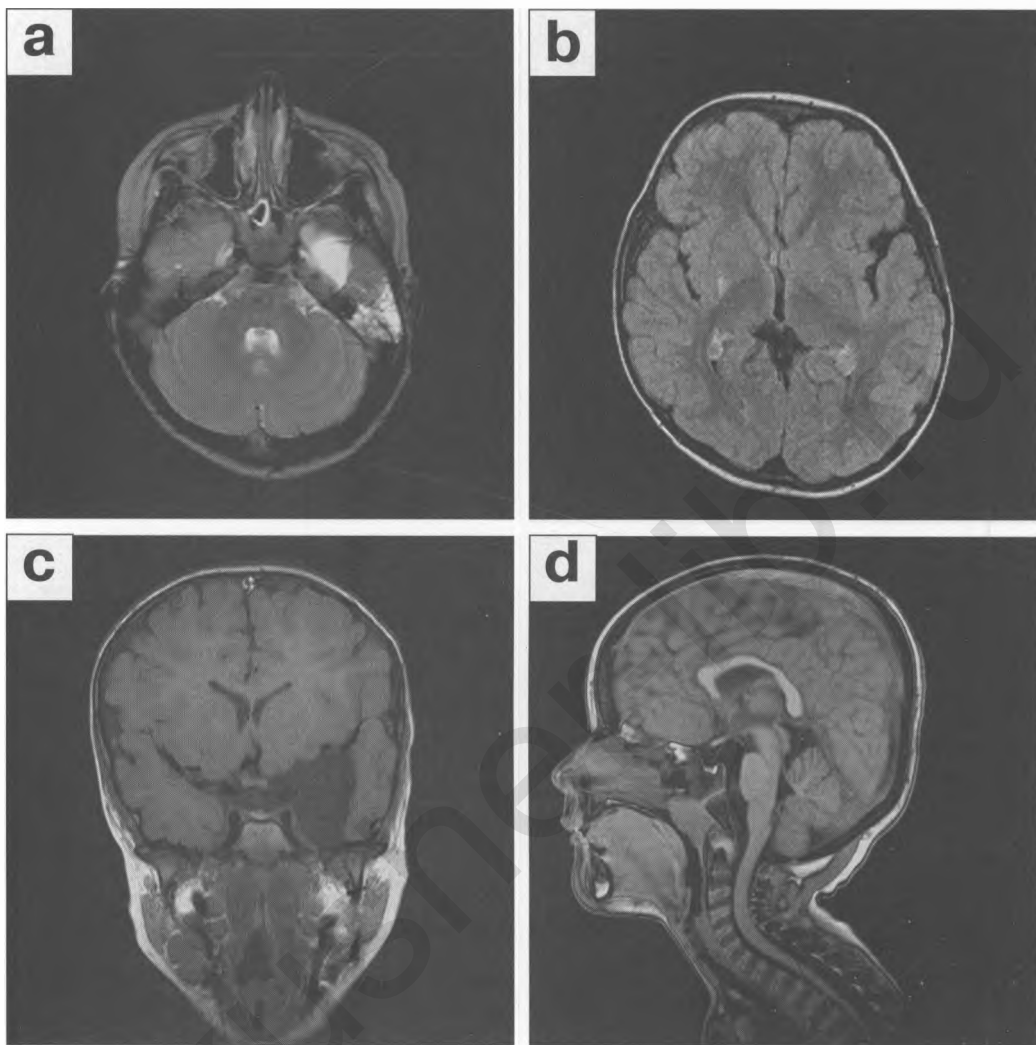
Пациент С.Е., 3 года 8 месяцев (у матери — острое респираторное заболевание (грипп?) во время беременности и выраженный токсикоз первой половины беременности). На аксиальном T_2 -взвешенном изображении, полученном с помощью TSE (a), в субарахноидальном пространстве левой височной доли определяется киста. Слизистая основной пазухи, пирамиды левой височной кости и левого сосцевидного отростка утолщена, с признаками воспаления (сфеноидит, левосторонний отит и мастоидит). FLAIR T_2 -взвешенное изображение (b) позволяет дополнительно выявить в задних отделах чечевицеобразного ядра справа небольшой треугольный участок глиоза, распространяющийся в заднее колено внутренней капсулы. На SE T_1 -взвешенном изображении (c) в коронарной проекции видно, что хиазма-селлярная цистерна соединяется с кистой левой височной доли, которая вызывает компрессию и смещение левых височной и лобной долей. Сагиттальная GE T_1 -взвешенная томограмма (d) при относительно интактных структурах головного мозга демонстрирует увеличение глоточной миндалины, почти закрывающей просвет носоглотки.
